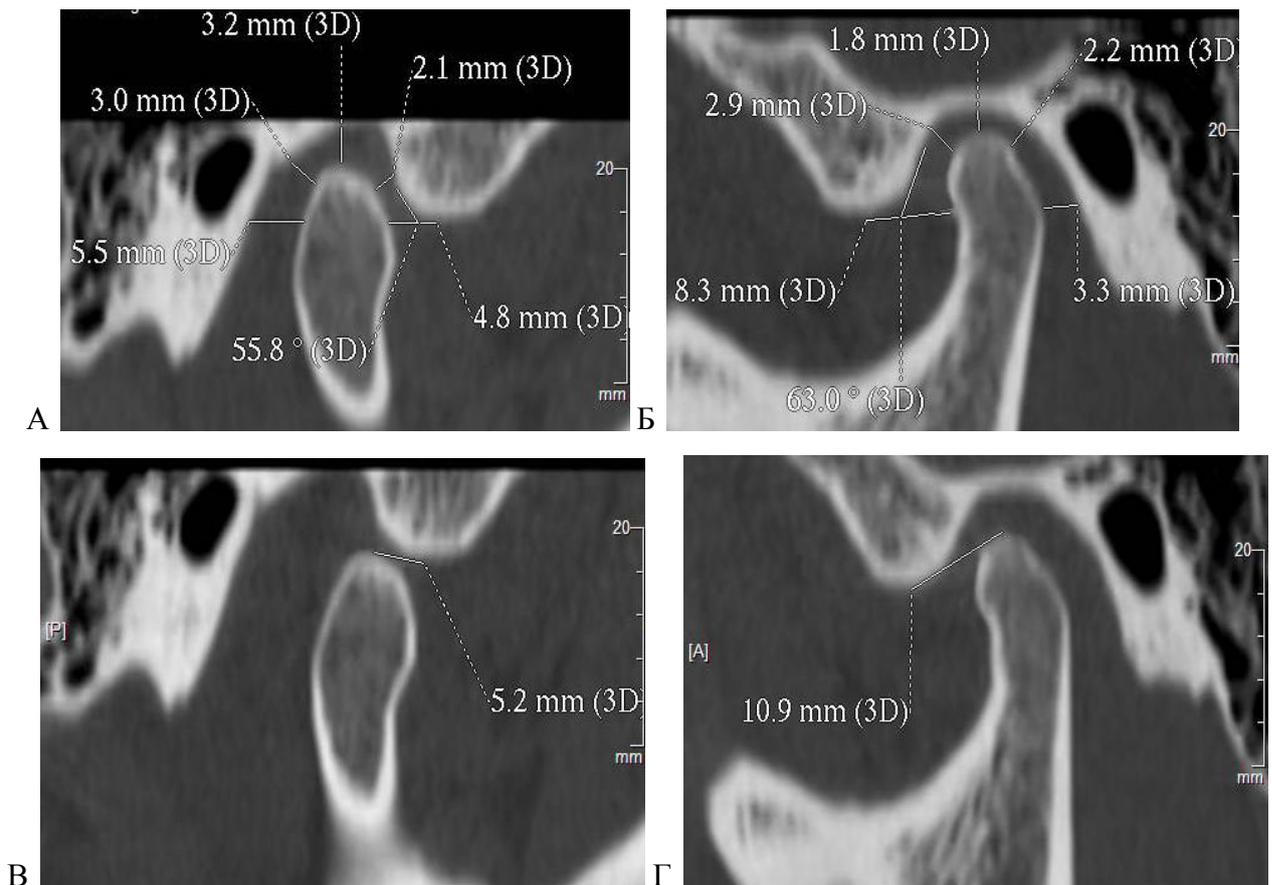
СКТ – реформаты ВНЧС в сагитальной проекции с закрытым и открытым ртом пациентки К., 24 лет, мед.карта № 57:
